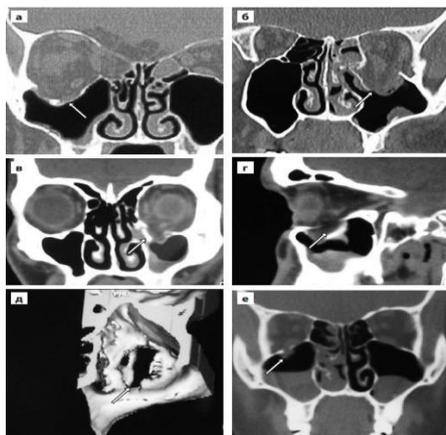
Компьютерная томография средней зоны лица
